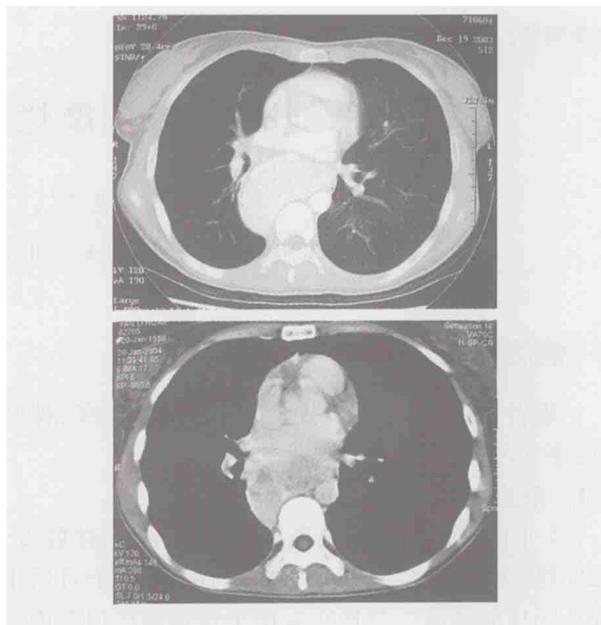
CT 示后纵隔肿物,边缘清晰,增强后可强化,其内可见低密度区;双侧支气管壁光滑,有移位,但无明显狭窄;双肺磨玻璃样改变
